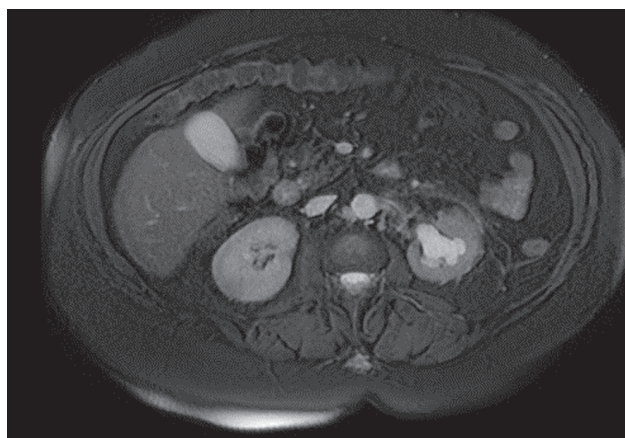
Больная М. Магнитно-резонансная томография, объемное образование левой почки
